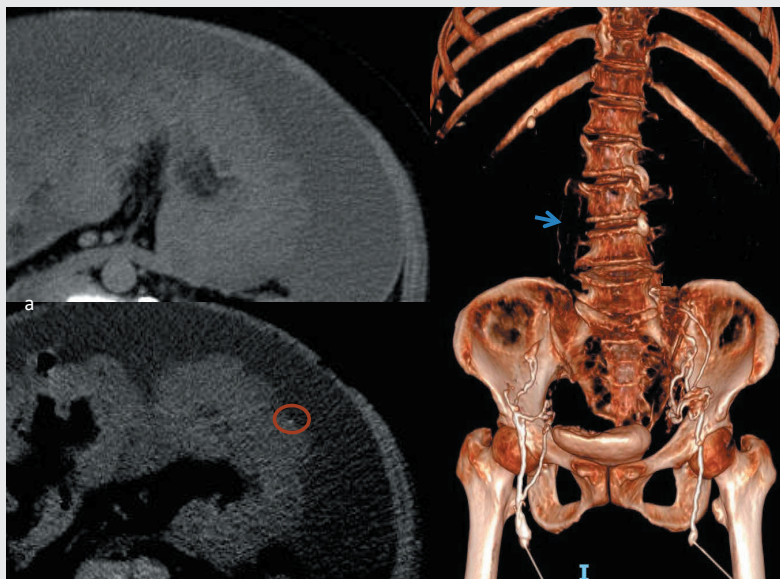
Bất thường bạch huyết toàn thân trên bệnh nhân nam 18 tuổi. Bệnh nhân sưng đau cổ trái. Hình chụp CT bạch mạch qua hạch, có nhiều tổn thương bất thường bạch huyết có thuốc cản quang bên trong (vòng tròn đỏ) (a) khối tổn thương bạch huyết cổ trái, (b) khối bất thường bạch huyết lớn trong ổ bụng, (c) bất thường bạch huyết trong khoang sau phúc mạc, nhu mô lách, xương đốt sống thắt lưng và ngực thấp.
